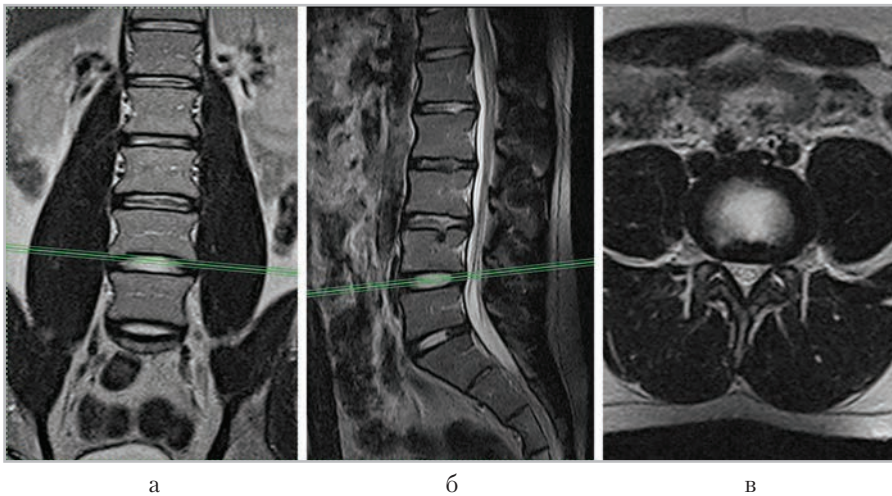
МР-томограммы, полученные для планирования аксиальных срезов (в) в коронарной (а) и сагиттальной (б) плоскостях
